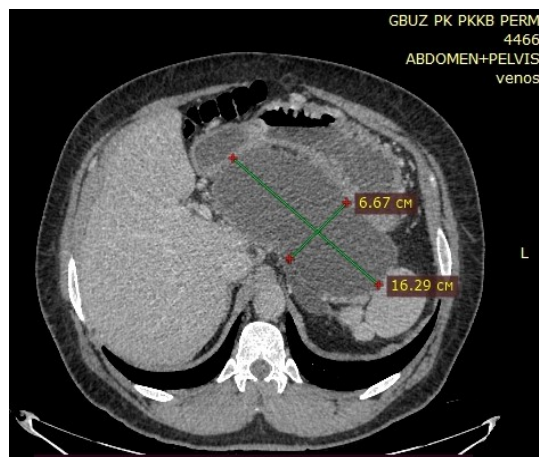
КТ органов брюшной полости с болюсным усилением, артериальная фаза. В сальниковой сумке обнаружена постнекротическая псевдокиста ПЖ размерами 6,67×16,29 см с наличием капсулы, плотно прилегающая к задней стенке ПЖ
